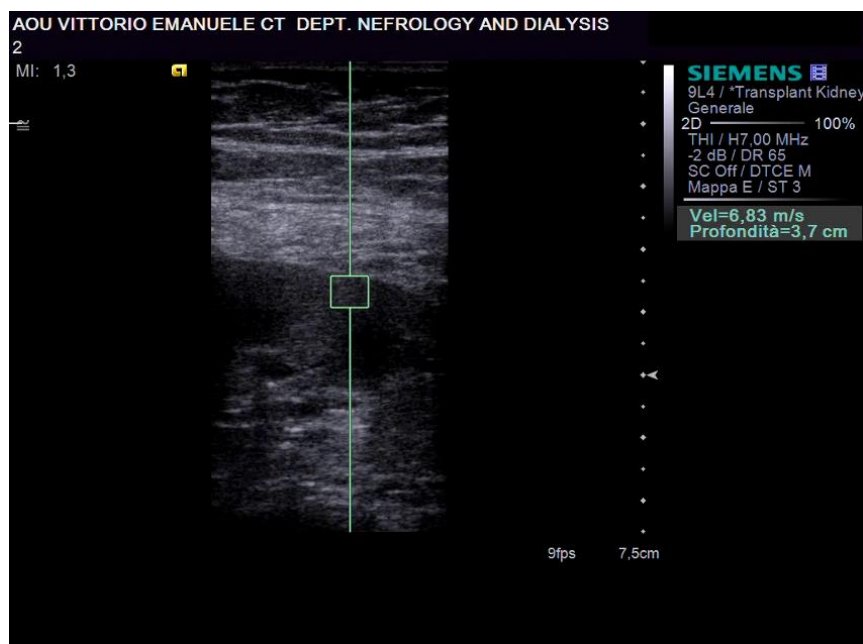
Acquisizione dei dati elastosonografici con tecnica ARFI in un rene trapiantato. La ROI è stata posizionata in corrispondenza della regione corticale del rene trapiantato in fossa iliaca destra in corso di disfunzione dell'organo. In questo caso sono stati rilevati valori di SWS (shear wave speed) circa tre volte superiori al cut-off descritto in letteratura per il rene trapiantato con normale funzione, in linea con quanto clinicamente atteso.
